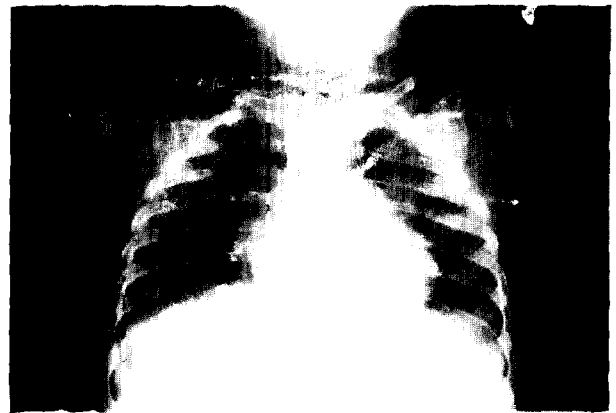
Postoperative chest roentgenogram 8month after operation.
